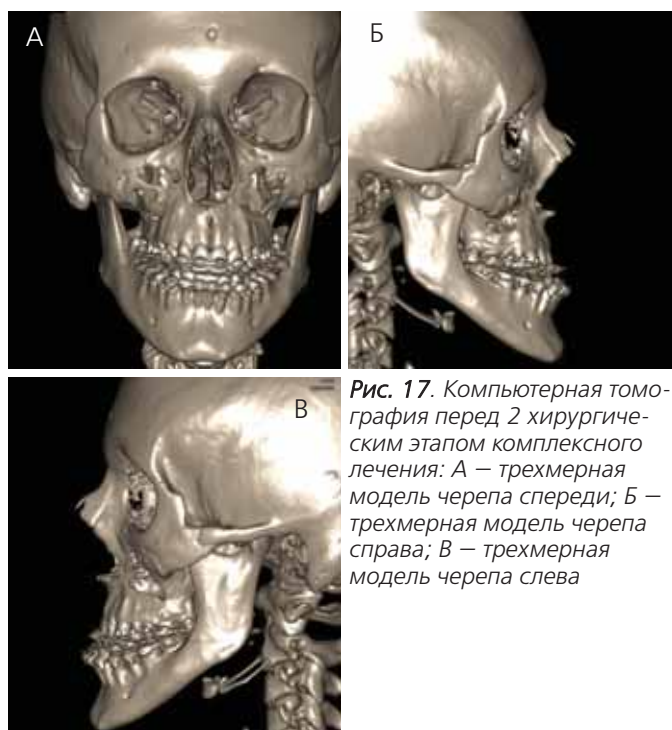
Компьютерная томография перед 2 хирургическим этапом комплексного лечения: А — трехмерная модель черепа спереди; Б — трехмерная модель черепа справа; В — трехмерная модель черепа слева
